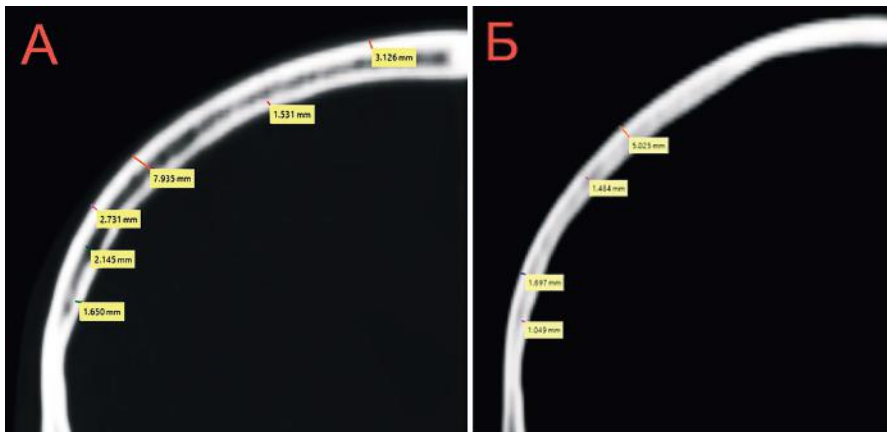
Мінливість пошарової будови тім'яних кісток виявлених у чоловіків і жінок зрілого віку: А – чоловік, брахікранія (КТ №1932); Б – жінка, доліхокранія (КТ №1910).
